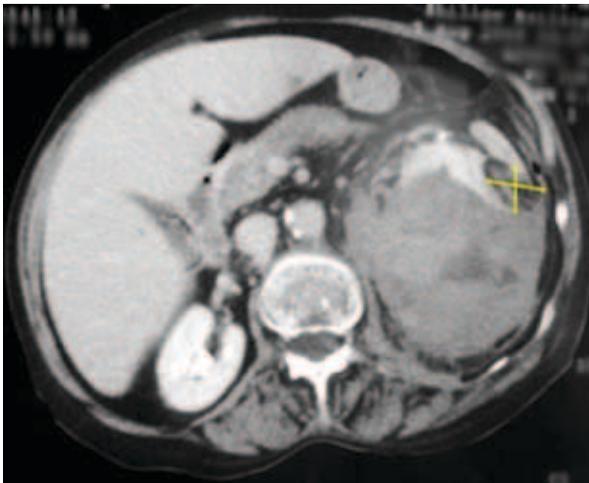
Imagen TC donde se señala la lesión compatible con angiomiolipoma.
